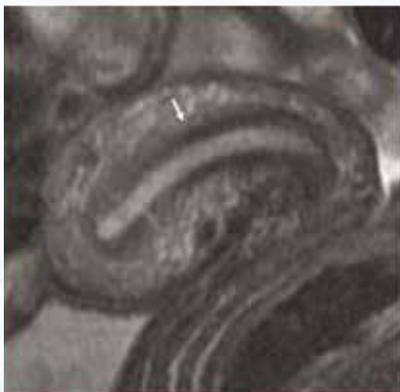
МРТ матки в сагиттальной проекции, Т2 ВИ
